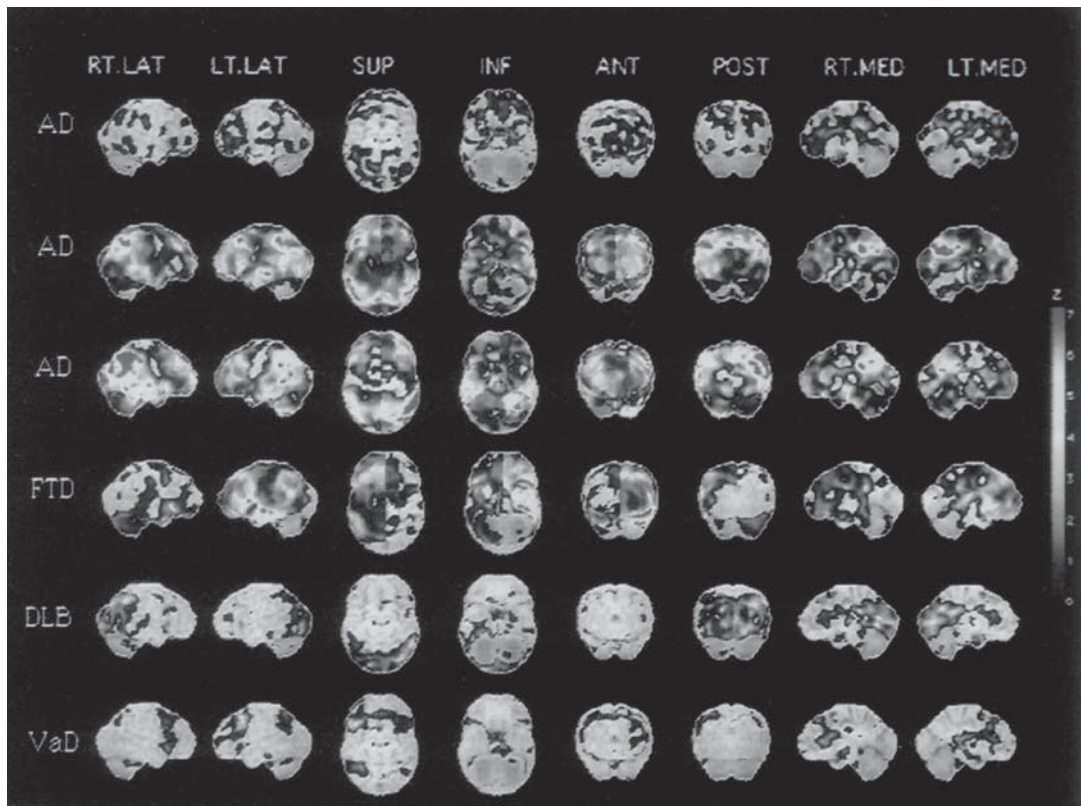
認知症性疾患の SPECT により脳血流低下領域を示した Z score map (北村, 2003)
